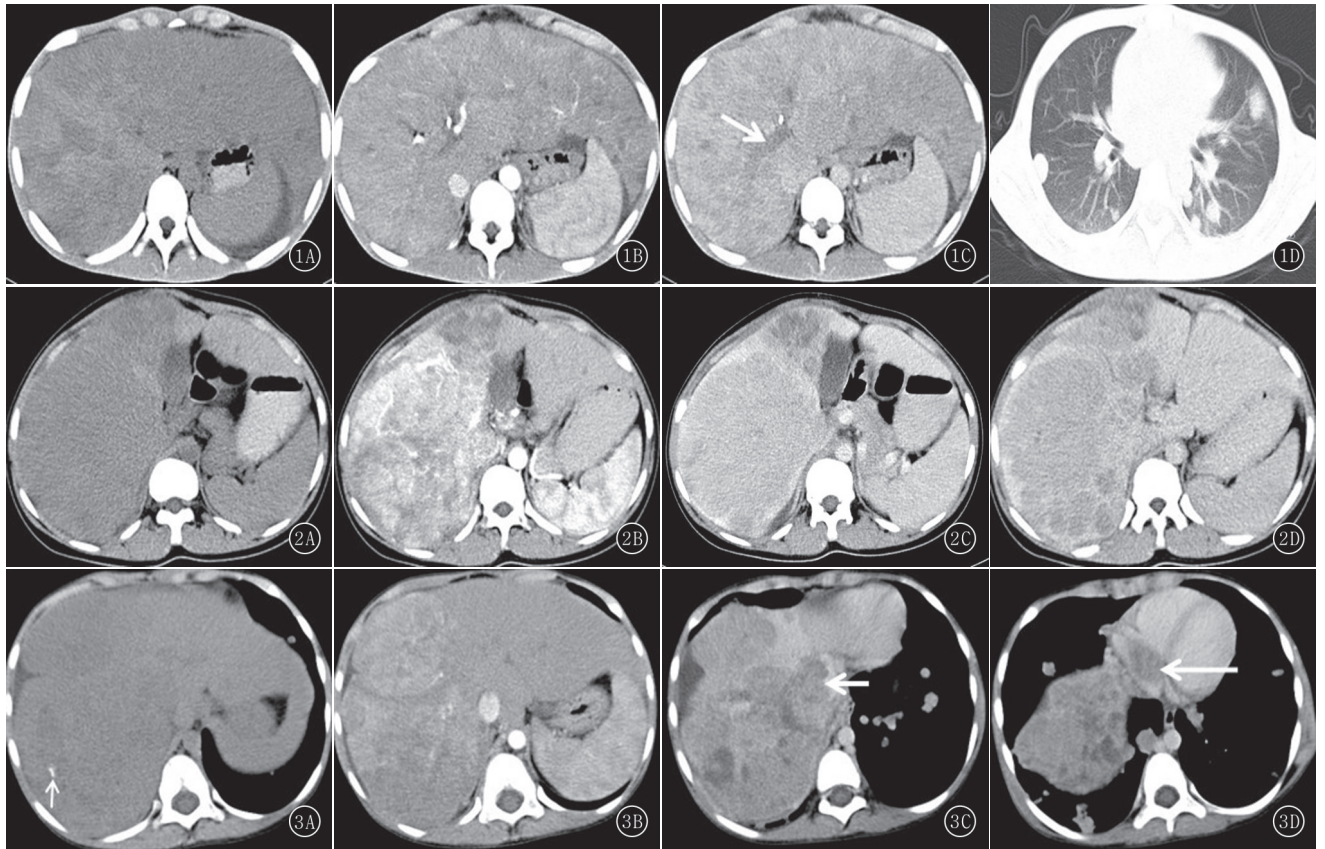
~D 男, 17 岁。CT 平扫肝脏弥漫性低密度肿块(A), 边界不清, 动脉期病变呈明显不均匀强化(B), 门静脉期示门静脉右支见低密度充盈缺损(箭)(C), 胸部 CT 肺窗双肺多发转移瘤(D) 图 2A~D 男, 16 岁。CT 平扫肝脏巨大低密度肿块伴结节(A), 动脉期病灶明显不均匀强化(B), 门静脉期及延迟期病灶呈相对低密度, 表现为“快进快出”强化(C, D) 图 3A~D 男, 7 岁。CT 平扫肝脏多发低密度肿块(A), 边界不清, 密度不均匀, 内见斑点状钙化(箭), 动脉期病变呈不均匀明显强化(B), 门静脉期及延迟期病变呈相对低密度, 下腔静脉(长箭)及右心房(短箭)内见低密度充盈缺损影, 肝周少量腹水, 双下肺多发转移瘤(C, D)
